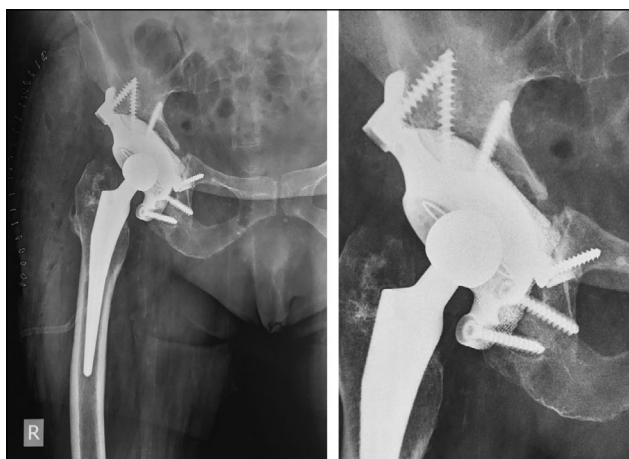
Postoperative control X-ray.
